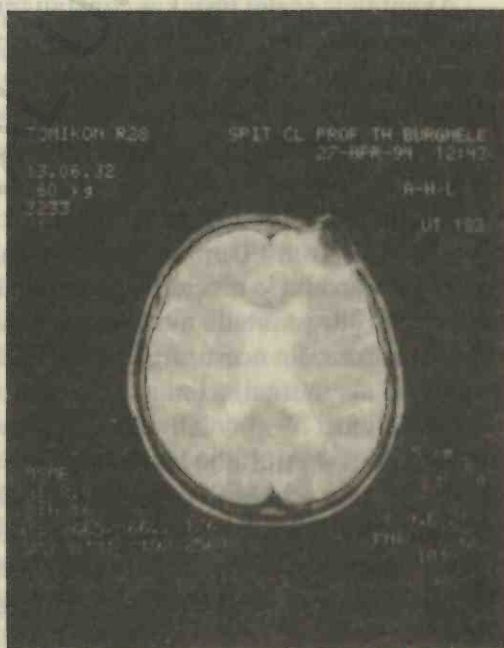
Examen IRM cerebral ce evidențiază zone de hiperintensitate pe imaginile ponderate la nivelul substanței albe profunde și periventricular, relativ simetrice, care corespund regiunilor de hipodensitate difuză de pe imaginile de CT (același caz ca în fig. 15a).
